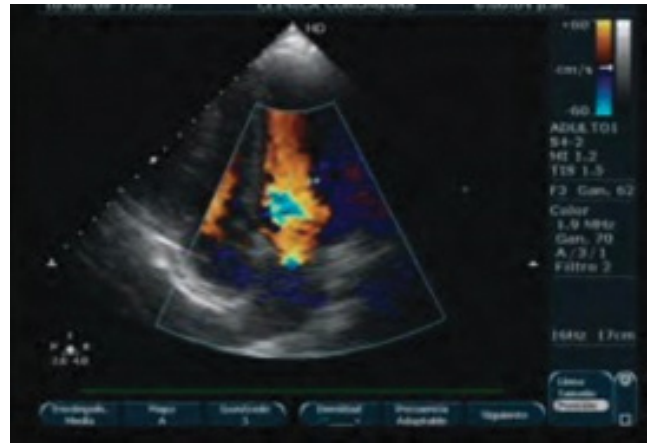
Flujo Mitral. Doppler a color. Apical 4 cámaras. Nótese la tonalidad rojo-amarillamente que se acerca al transductor.
